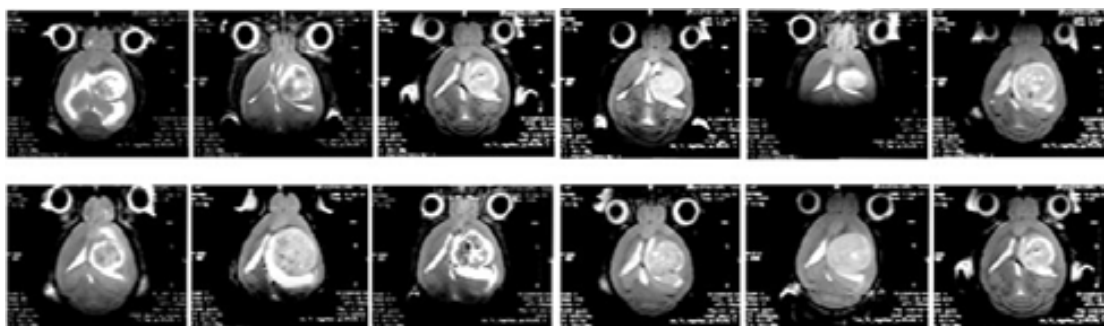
IRM ponderadas en T₂ adquiridas en orientación coronal a 7T de 12 ratones con tumores GL261 a día 15 de post inoculación de células, justo antes de ser sacrificados con los protocolos descritos en la sección 3.3.1.
